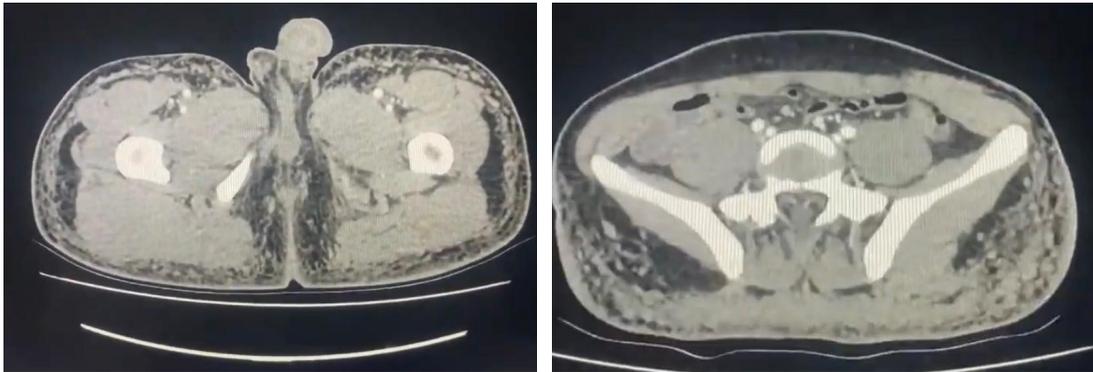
Tomografía espiral multicorte con contraste de región glútea: nódulos granulomatosos a cuerpo extraño asociados a signos inflamatorios en plano graso subcutáneo de la región glútea (Figura 3-B) y muslos proximales derecho e izquierdo (Figura 3-A).
